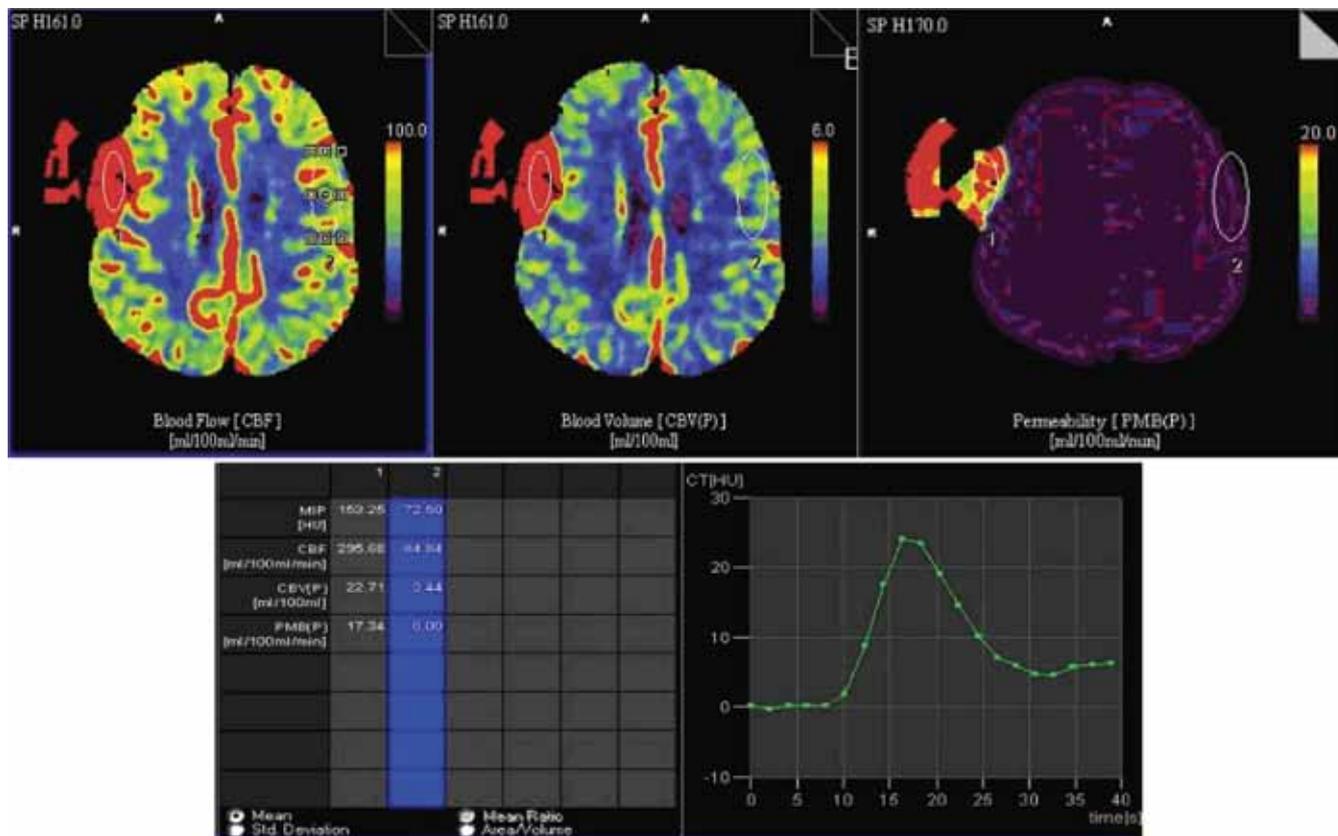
КТ-перфузия ГМ: отмечается значительно выраженное повышение скорости, объема кровотока и проницаемости гематоэнцефалического барьера в опухоли, исходящей из правой теменной кости
